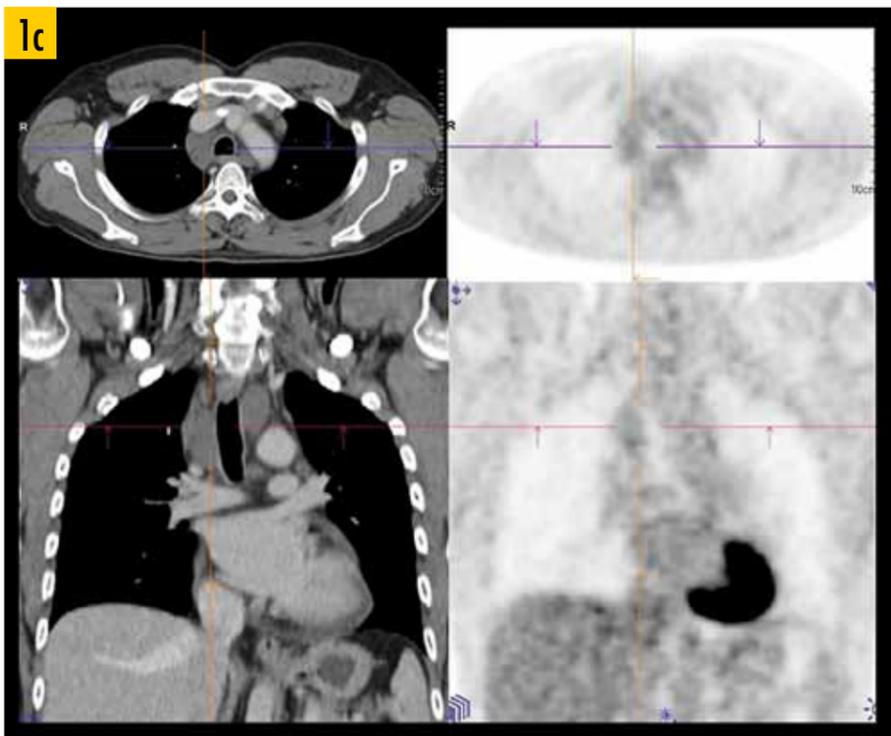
Nach Therapieende ist das Residuum im oberen Mediastinum PET-negativ, somit war bei dem Patient keine ergänzende Strahlentherapie notwendig.
